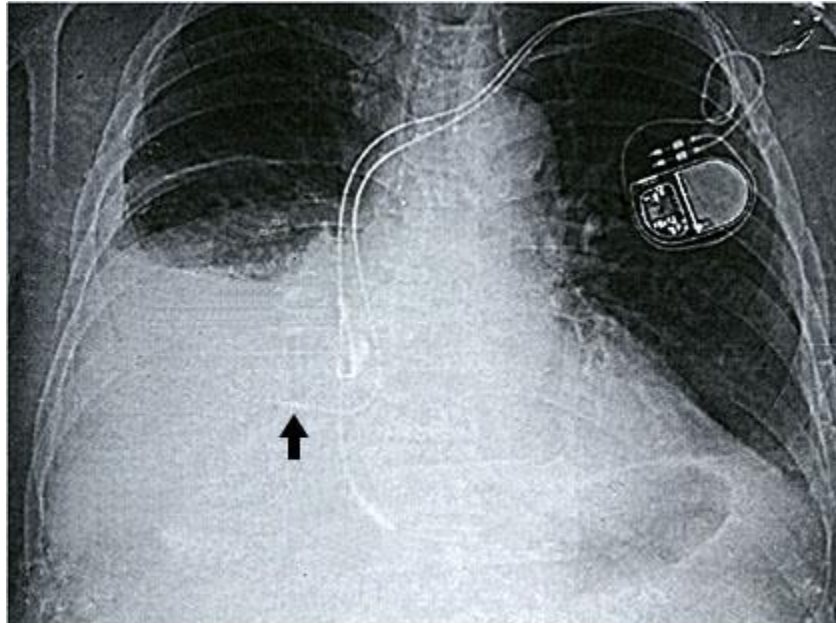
Radiografía de tórax. Obsérvese señalada por la flecha la punta del electrodo.
